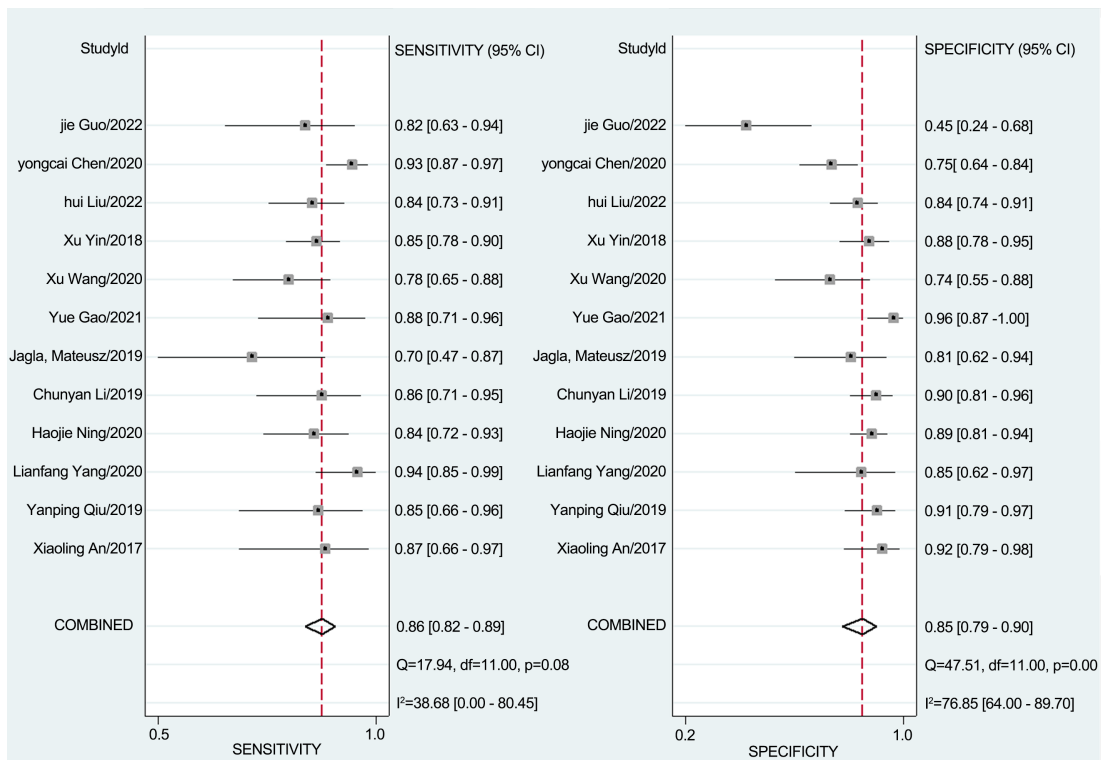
Conventional X-ray: Forest
